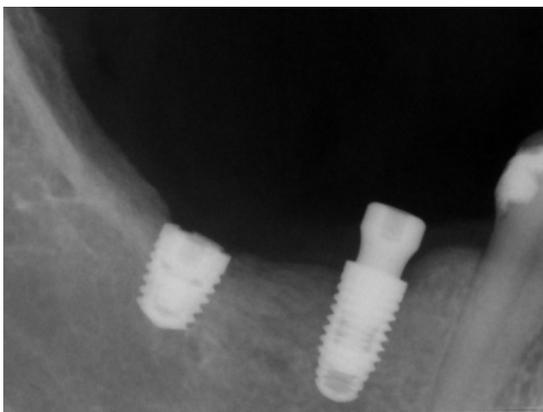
Radiografia periapical 4 meses pós-cirúrgico.
